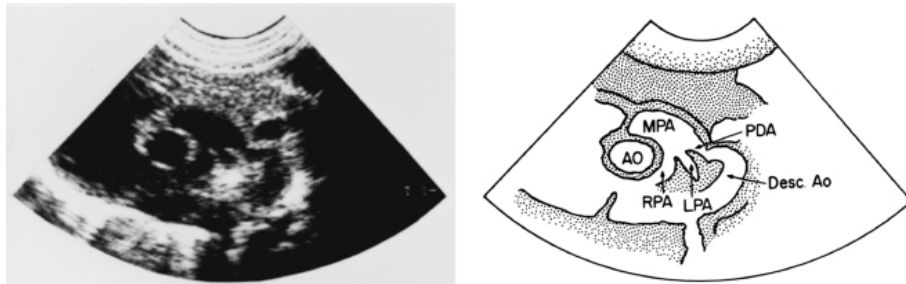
Ecocardiograma bidimensional transtorácico. Muestra la comunicación (PDA= persistencia del conducto arterioso) entre la aorta descendente (Desc Ao) y el tronco de la arteria pulmonar (MPA), (AO= aorta, RPA= arteria pulmonar derecha, LPA= arteria pulmonar izquierda).
